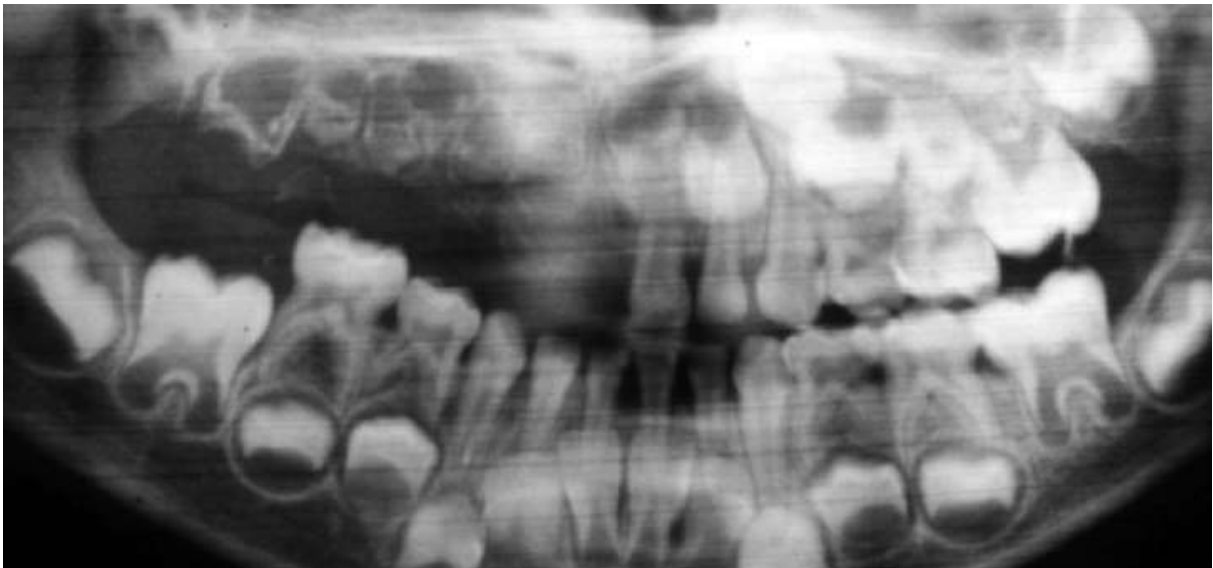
Orthopantomogramme d'un patient atteint d'odontodysplasie régionale avec l'image typique de "dents fantômes" (58).
